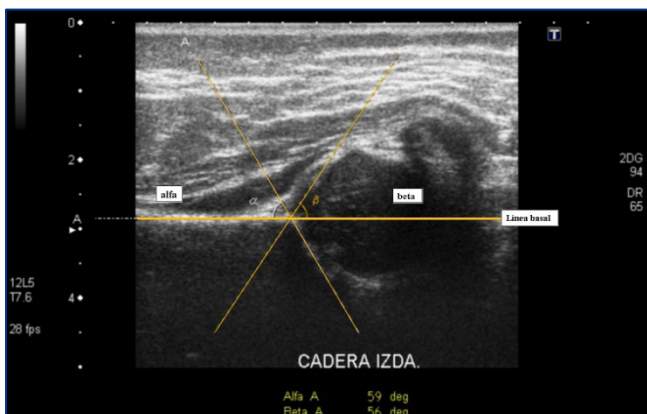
Ecografía normal. Línea basal a partir de la cual se valora la cobertura. Ángulo alfa normal mostrando la cobertura ósea. Ángulo beta normal mostrando la cobertura cartilaginosa.
